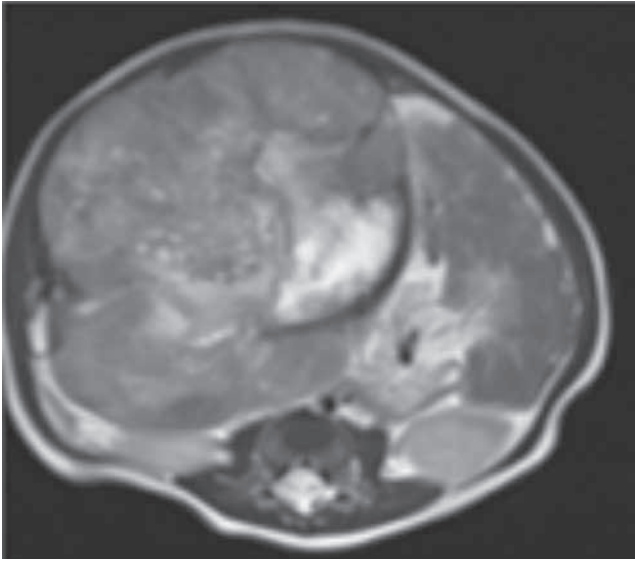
RM secuencia T2.
